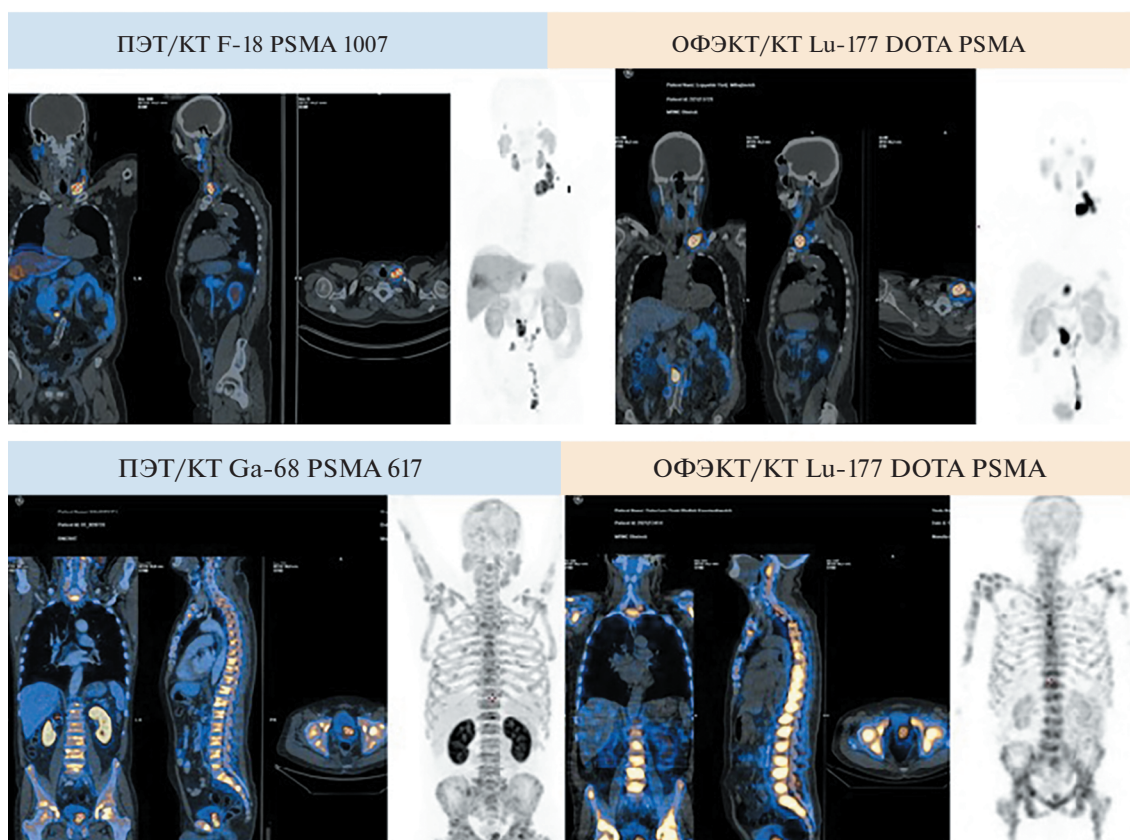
Идентичность фармакокинетики диагностических РФЛП 18F-PSMA-1007 / РФЛП 68Ga-ПСМА-617 и терапевтического РФЛП 177Lu-DOTA-PSMA
